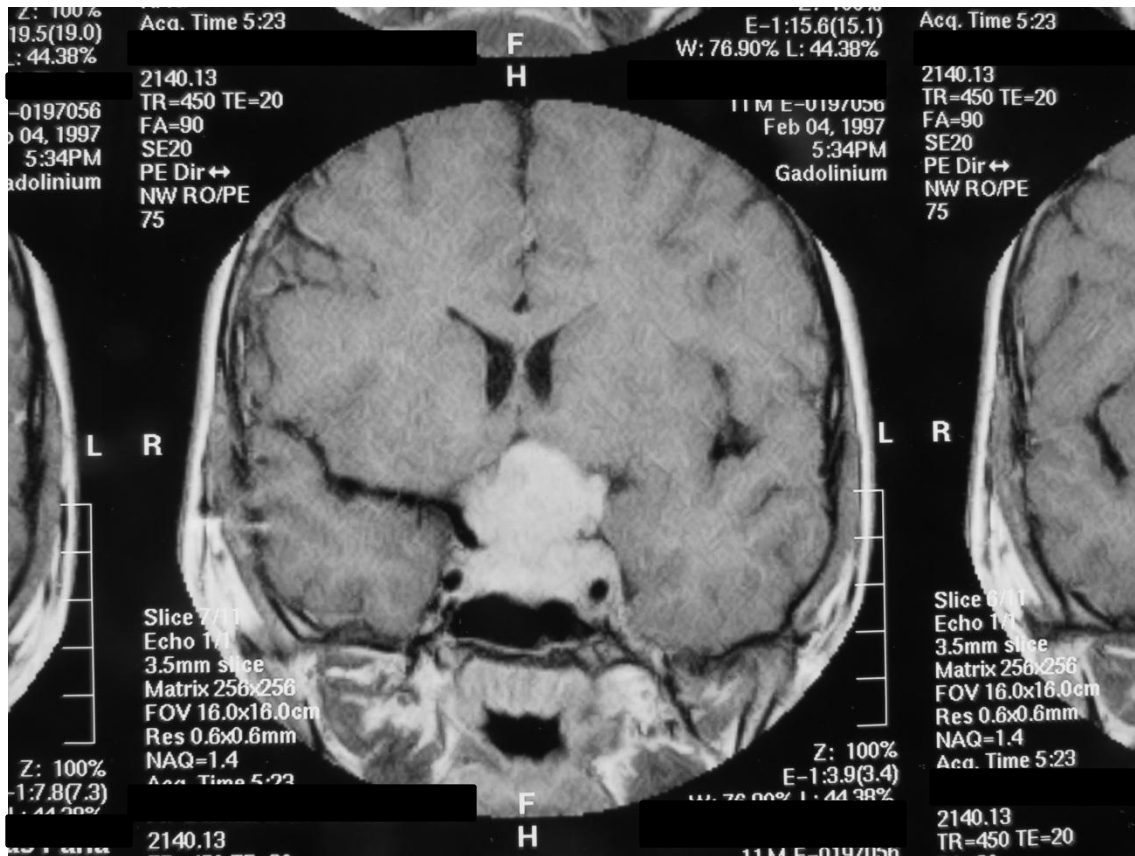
Ressonância magnética de sela turca em T1, coronal, com captação homogênea de contraste, realizada antes da cirurgia transcraniana e do início do tratamento com a bromocriptina a qual mostra o adenoma hipofisário com invasão do seio cavernoso de ambos os lados e compressão do quiasma óptico.
